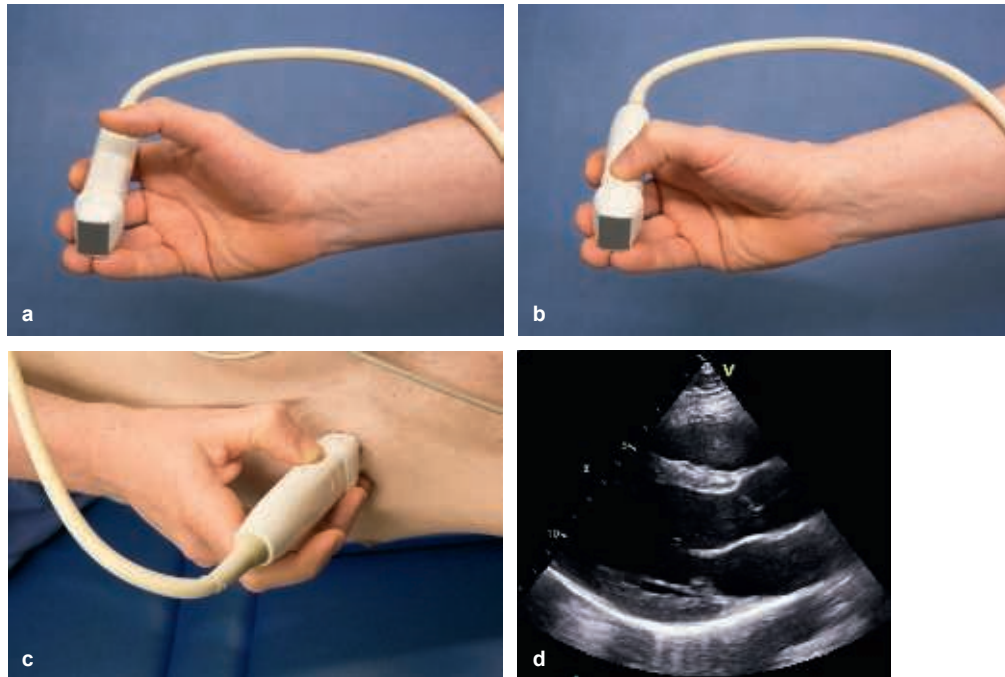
Die Grundhaltung des Transducers bei der transthorakalen Echokardiografie. Wesentlich ist eine entspannte und lockere Handhaltung, in der alle Finger leicht gebeugt sind. Durchgedrückte und gestreckte Finger sind grundsätzlich falsch. Der Transducer liegt mit der kurzen Kante auf den Endgliedern des 4. und 5. Fingers und wird im Bereich des zuleitenden Kabels mit dem Zeigefingergrundgelenk abgestützt (a). Der gebeugte Daumen liegt locker auf der Markierung des Transducers (b). So bilden die Transducer-Oberfläche und die Fingerbeeren des 4. und 5. Fingers, die auf die Haut des Patienten aufgesetzt werden, eine Ebene mit festen Auflagepunkten (c). Mit dieser Handhaltung wird nun die lange Achse des LV eingestellt, die als Ausgangsposition für die Orientierung des Schallvorgangs definiert ist (d).
